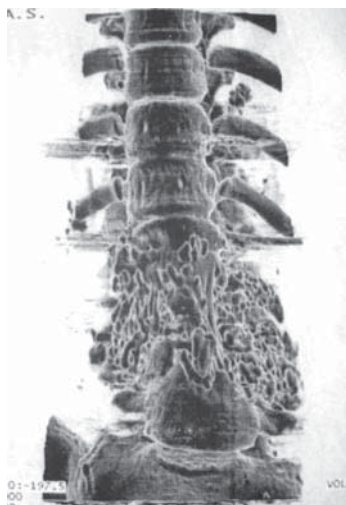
Спиральная томограмма позвоночника: гроздевидные разрастания альвеококка на фоне остеолитической деструкции в области тел позвонков L₁₋₄.
